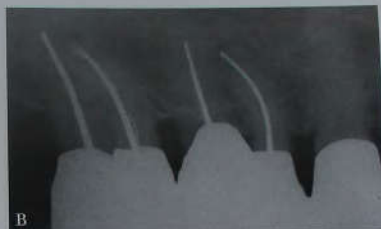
А и В. (А) Зубы через 35 лет после пломбирования корневых каналов. Клинические и рентгенологические признаки периапикальной патологии отсутствуют. (В) Снимок через 3 года после резекции дистально-щечных корней и установки новых литых коронок. Вокруг мезиально-щечных корней развились периапикальные поражения. В процессе лечения коронковые части серебряных штифтов контактировали с ротовой жидкостью.
